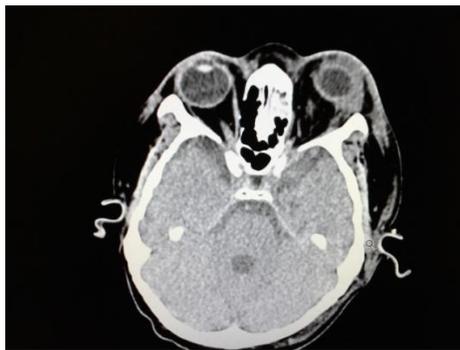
TAC cráneo. Hallazgos compatibles con sinusitis crónica
